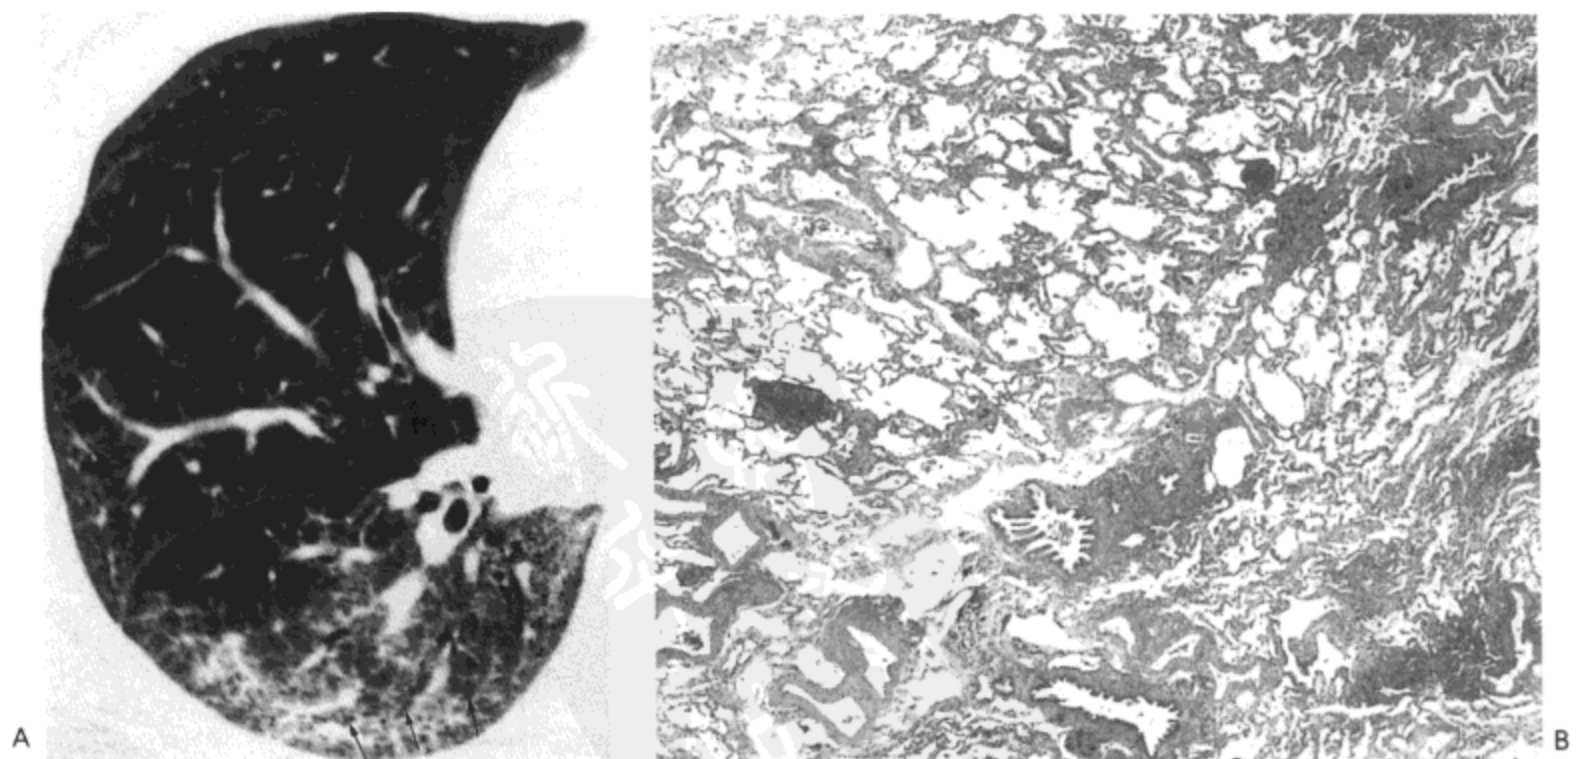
非特异性间质性肺炎。A：右肺高分辨率CT示周围肺内磨砂玻璃样密度与轻度的网状影。同时注意轻度的牵引性支气管扩张（箭号）。B：光镜显微照像示相对均一，轻到中度的肺泡壁增厚，符合1型NSIP。病人为一51岁女性。
